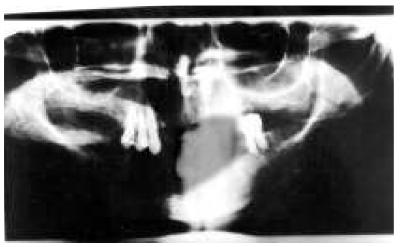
Radiografia panorâmica do pós-operatório.
